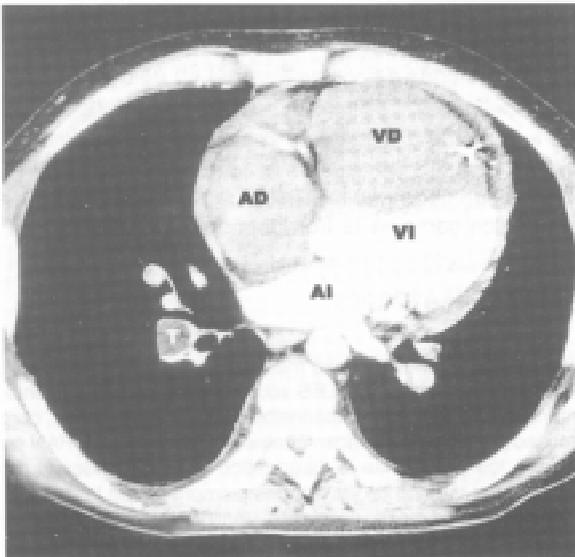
TAC Helicoidal de tórax donde se observa un trombo (T) en la rama inferior de la arteria pulmonar derecha. Además se observa agrandamiento de la aurícula derecha (AD) y ventrículo derecho (VD) en comparación con la aurícula izquierda (AI) y el ventrículo izquierdo (VI).
